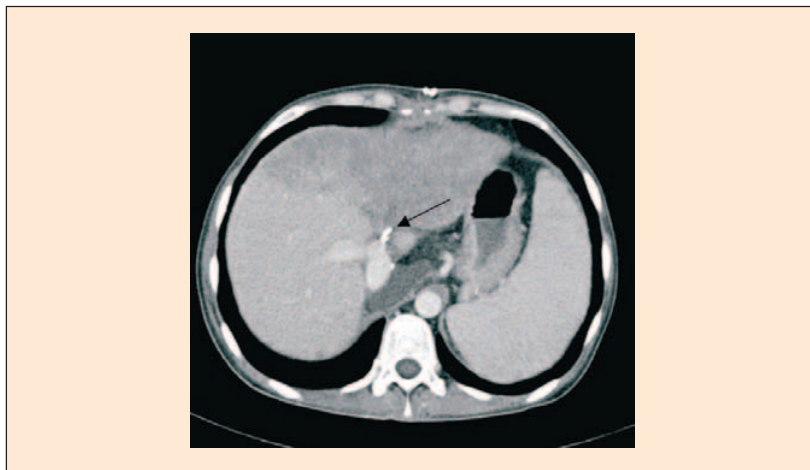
Zakrzep w pniu żyły wrotnej (strzałka) w fazie żylny angiografii techniką tomografii komputerowej
